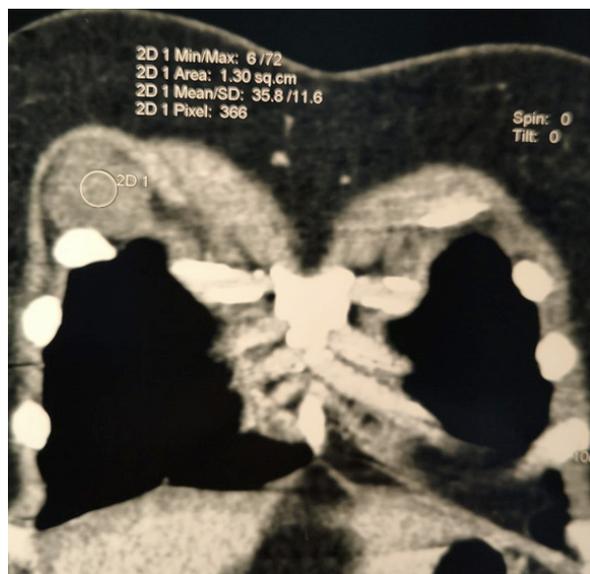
TC muestra lesión redondeada de bordes definidos por debajo del pectoral mayor.
